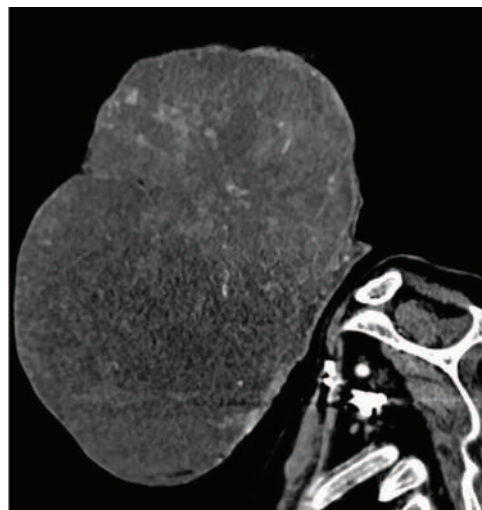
СКТ шеи больного М., сагиттальный срез
